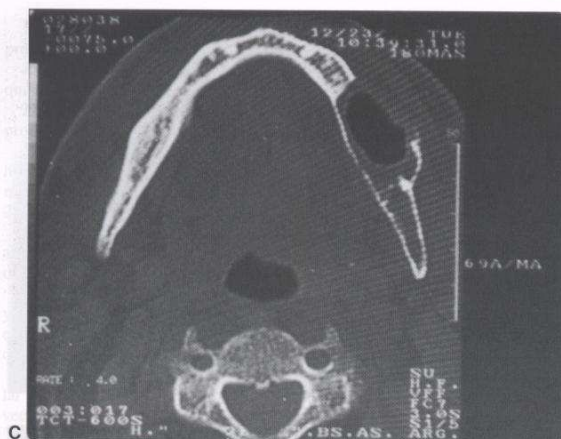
(Cont.). C y D. La tomografía computarizada realizada en el plano basal y coronal ponen en evidencia la expansión y destrucción de la tabla externa e interna. Gentileza del doctor Arana (Argentina). E. HE  $\times 200$ : epitelio de cubierta quístico, estratificado con células cilíndricas muciparas en la superficie. Se observan estructuras glandulares revestidas por células cilíndricas, unidas con el epitelio de superficie. F. HE  $\times 200$ : otro sector de la membrana, con cavidades glandulares intraepiteliales, con epitelio de revestimiento aplanado. El resto del epitelio es de tipo pavimentoso.
